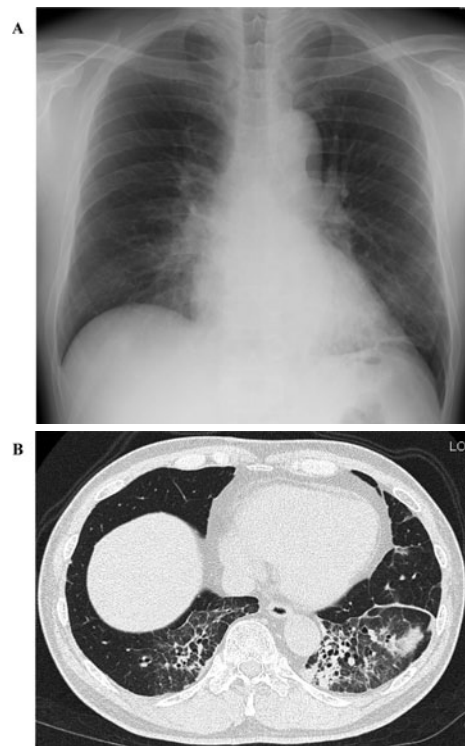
(A) Chest radiograph on admission shows reticular shadows in the lower lung fields, bilaterally. (B) Chest CT shows ground-glass opacities and partial consolidation in both lower lobes.
